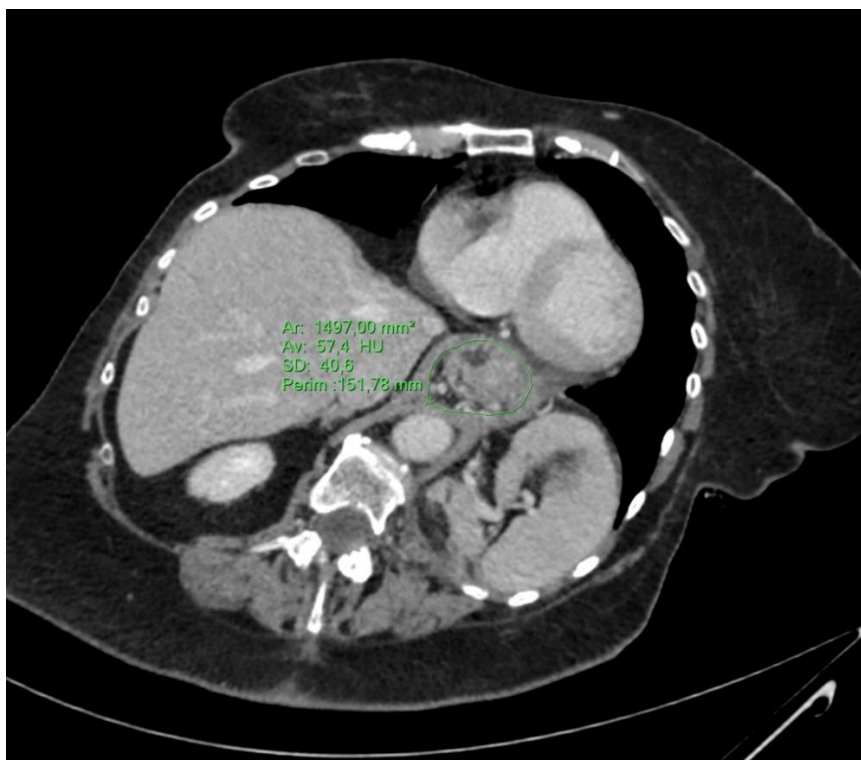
МСКТ хворого з ГСОД. Периметр СОД 152 мм, площа СОД 15 см² (контур грижового мішка обведено зеленою лінією).
